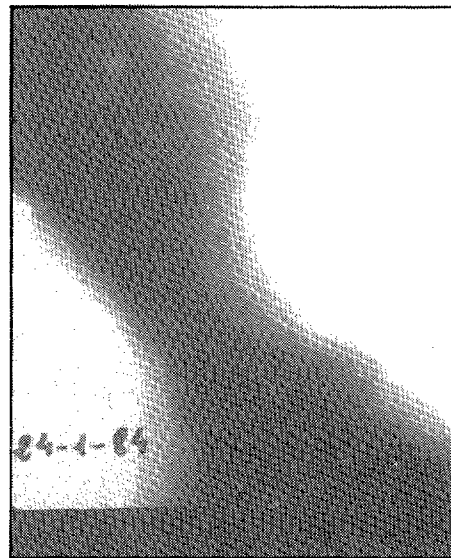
Tomografía AP tres meses después de la figura 6. No hay cambios.
